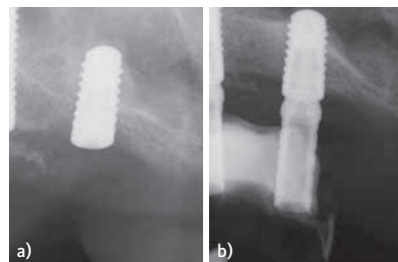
a) Geistlich Bio-Oss® Collagen을 이용한 비강 높이 증대를 보여주는 X-ray.
